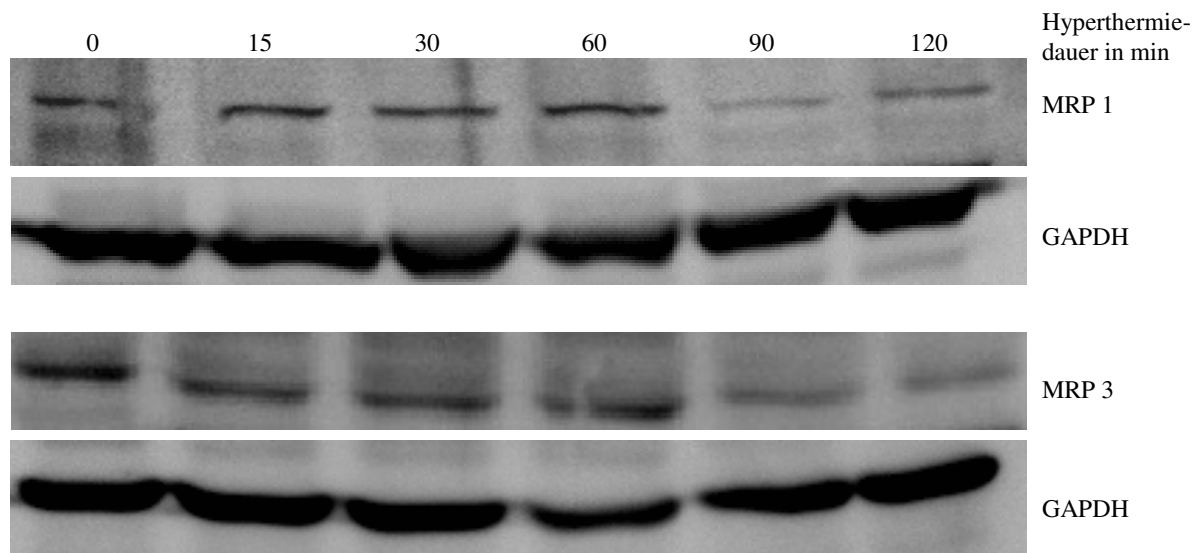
Repräsentatives Ergebnis einer Immunodetektion von MRP 1, MRP 3 und GAPDH in BT-474-Zellen 48 h nach Hyperthermiebehandlung bei 43°C über einen Zeitraum von 15, 30, 60, 90 und 120 min mit einer deutliche Abnahme von MRP 1 und MRP 3 auf Proteinebene nach Hyperthermiebehandlung für 90 und 120 min; wärmeunbehandelte Kontrolle (0 min); als Ladekontrolle wurde GAPDH mitgeführt
